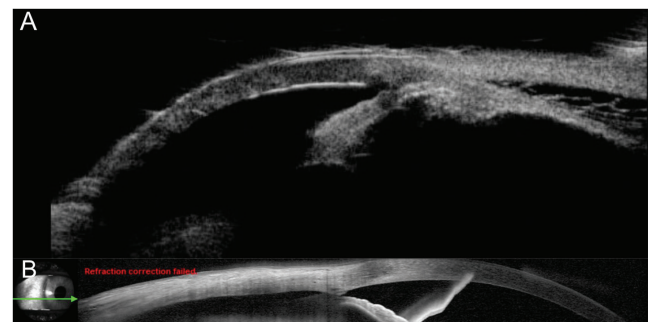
Sol gözde saat 10:00 yönünde siklodiyaliz klefi oluşumu: A) Gonyoskopik görüntü, B) Ultrason biyomikroskopi görüntüsü, C) Ön segment optik koherens tomografi görüntüsü
